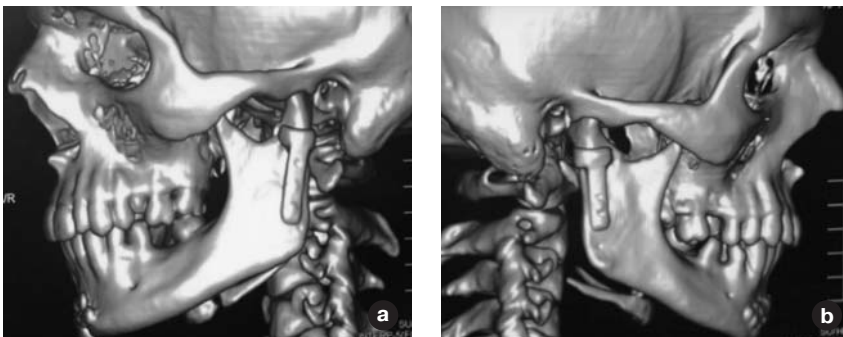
Через рік на 3D-КТ-зображенні видно правильне анатомічне розташування м'язелкового отростка з фіксуючим його пристроєм (а, б).
